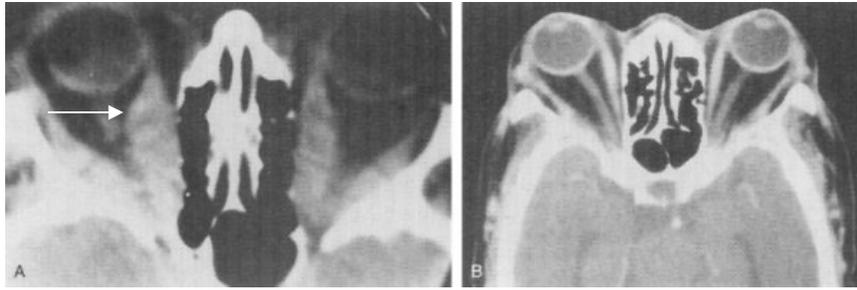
Tomografía computarizada de dos pacientes con enfermedad de Graves. Se observa edema en el músculo recto medio extraocular (flecha) lo que conlleva proptosis.
